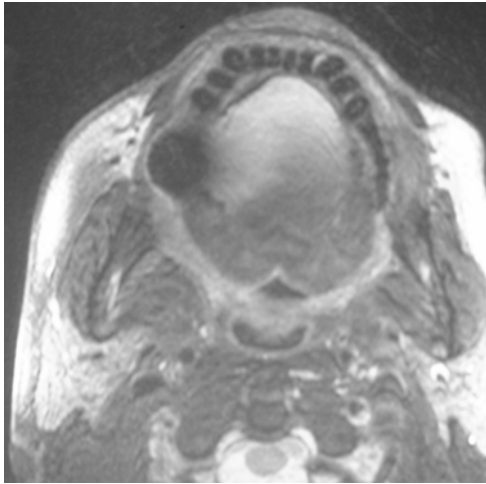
Corte sagital de la resonancia magnética nuclear, con una tumoración localizada en la lengua.
